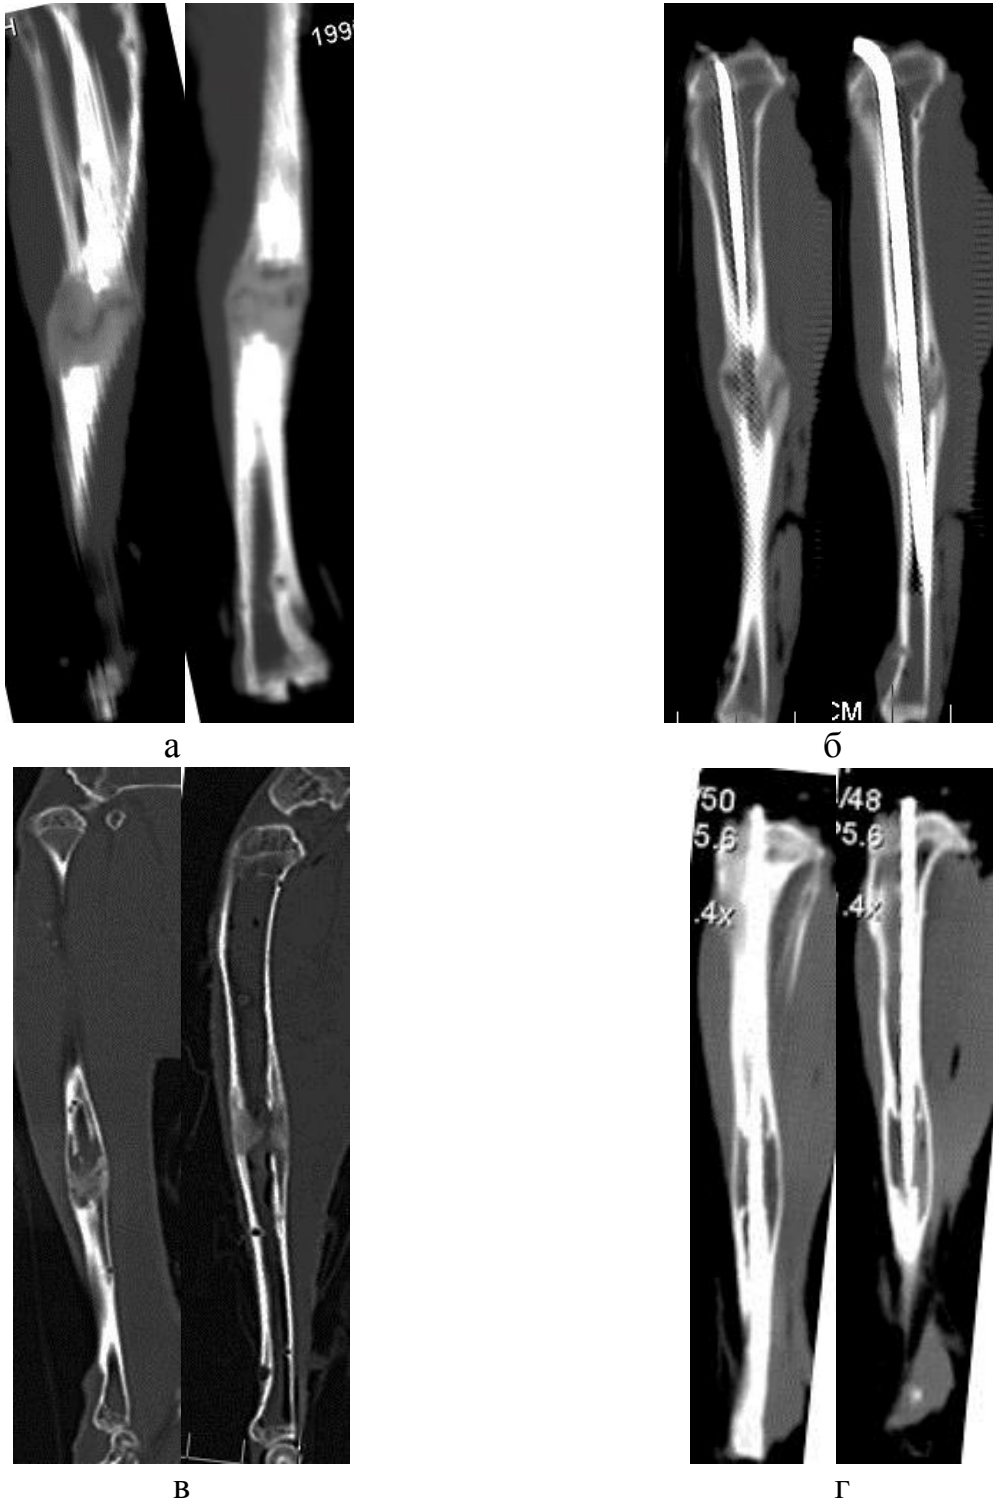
Срезы КТ: а – контроль, 15-е сутки фиксации; б – опыт, 15-е сутки фиксации; в – контроль, 30-е сутки фиксации; г — опыт, 30-е сутки фиксации.
